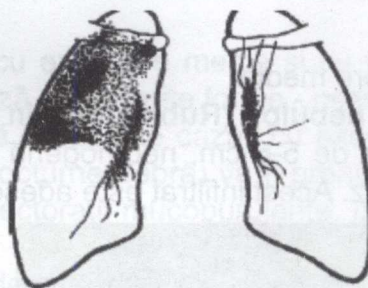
Imaginea tomografică în tuberculoza pulmonară infiltrativă, lobită: se observă o opacitate de intensitate medie și mare ce ocupă întreg lobul superior cu structură neomogenă (zone cu tendință de excavare) și limita inferioară netă (scizura orizontală).
